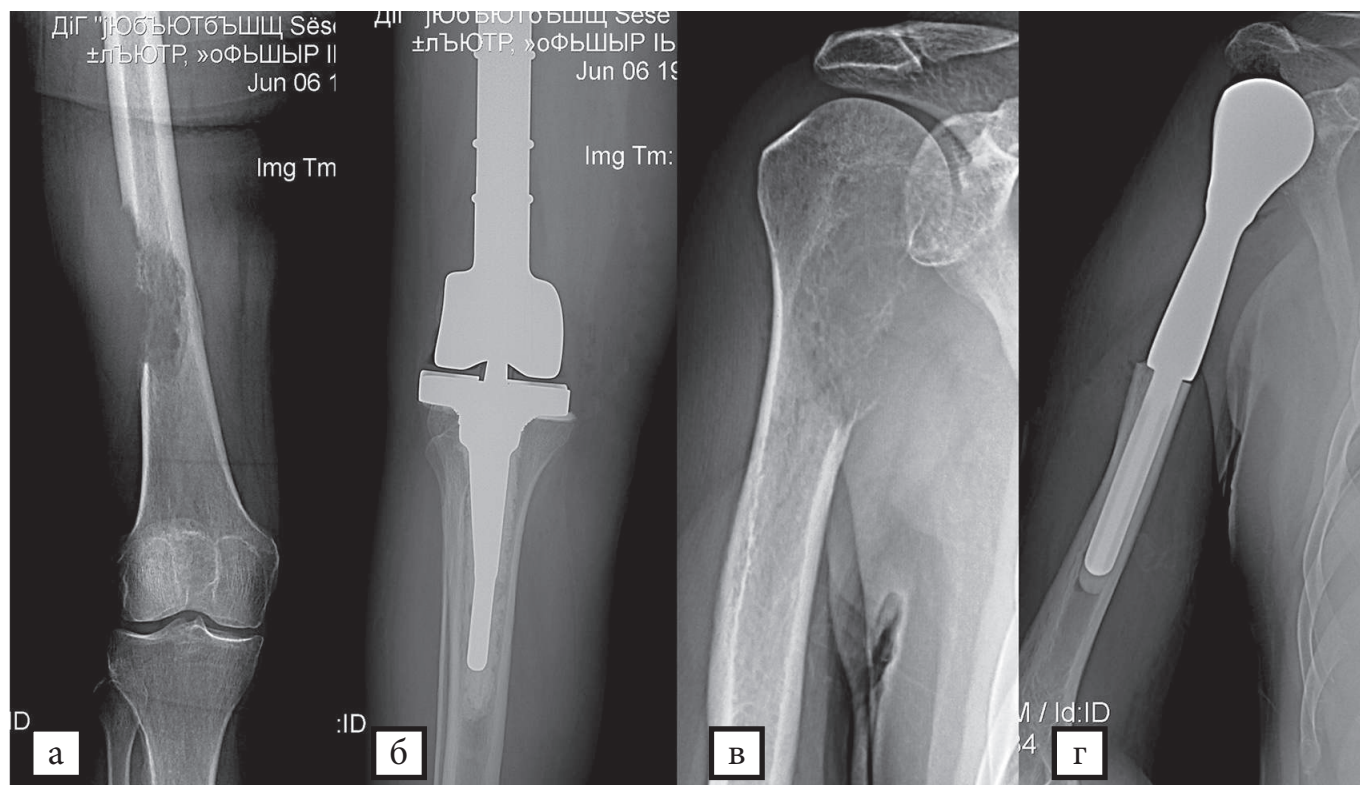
а — рентгенограмма угрозы патологического перелома бедренной кости на фоне метастатического поражения; б — рентгенограмма после онкологического эндопротезирования; в — рентгенограмма угрозы патологического перелома плечевой кости; г — рентгенограмма после онкологического эндопротезирования
